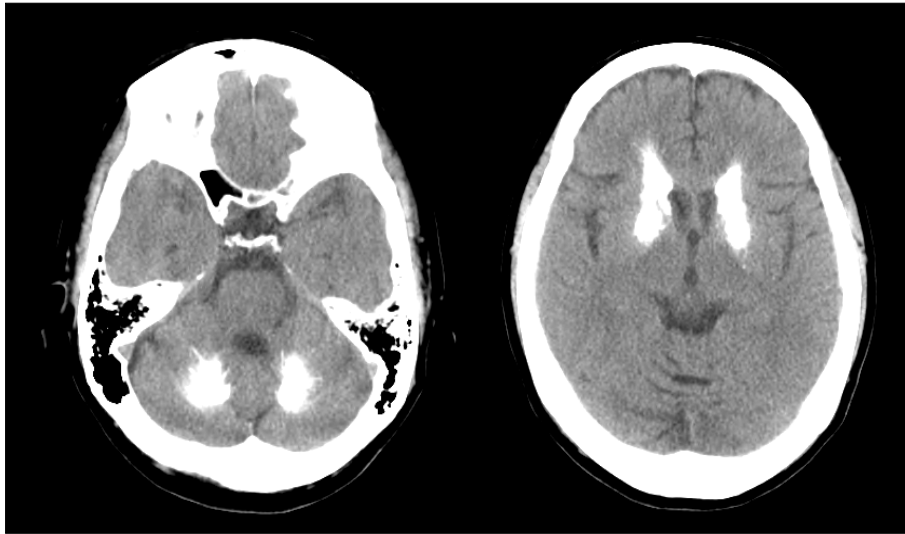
Brain computed tomography showing multifocal diffuse low attenuated lesions in bilateral basal ganglia, dentate nucleus, and thalamus.
